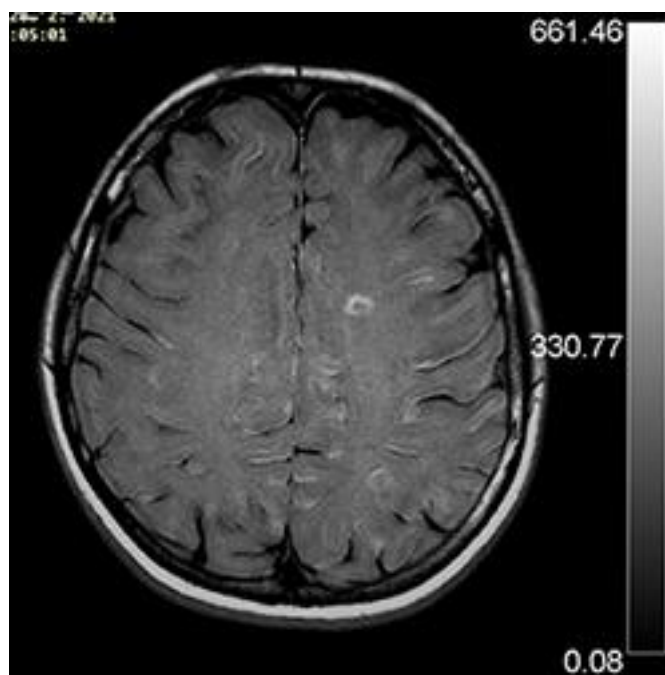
Standardní FLAIR.
